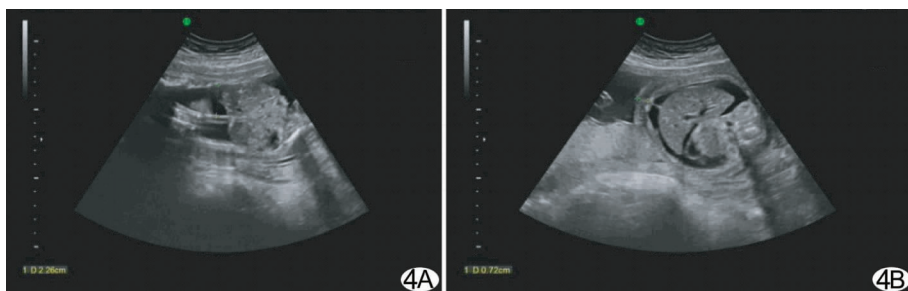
孕妇, 33 岁, 孕 25 周, 有胸腔积液 2.3 cm (A), 腹水 3.4 cm, 皮肤水肿 0.72 cm (B), 胎儿股骨短小, 超声提示: 胎儿多发畸形, 核型是 47, XN, +21 (脐血)
